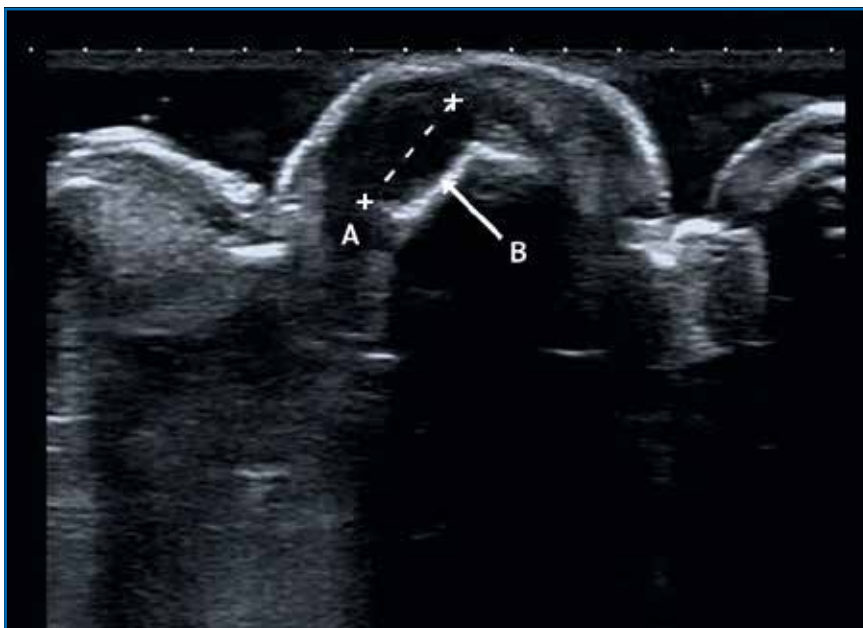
Échographie montrant une zone hypoéchogène (A) *scalloping* (B).
